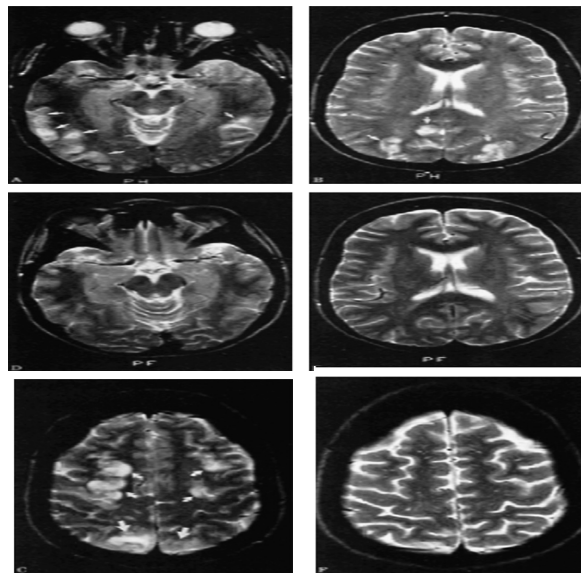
Imagerie par résonance magnétique cérébrale en séquence T2, FLAIR et diffusion avec lésions pariétales et occipitales/ Cerebral magnetic resonance imaging in T2 sequence, FLAIR and diffusion with parietal and occipital lesions
